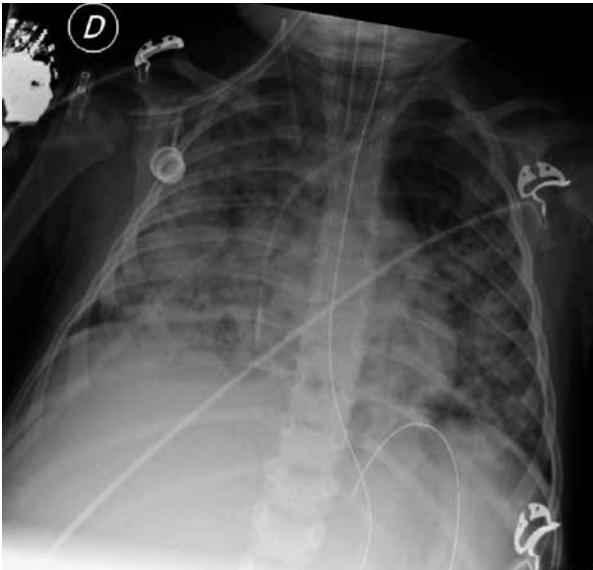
Radiografía de tórax del paciente.
